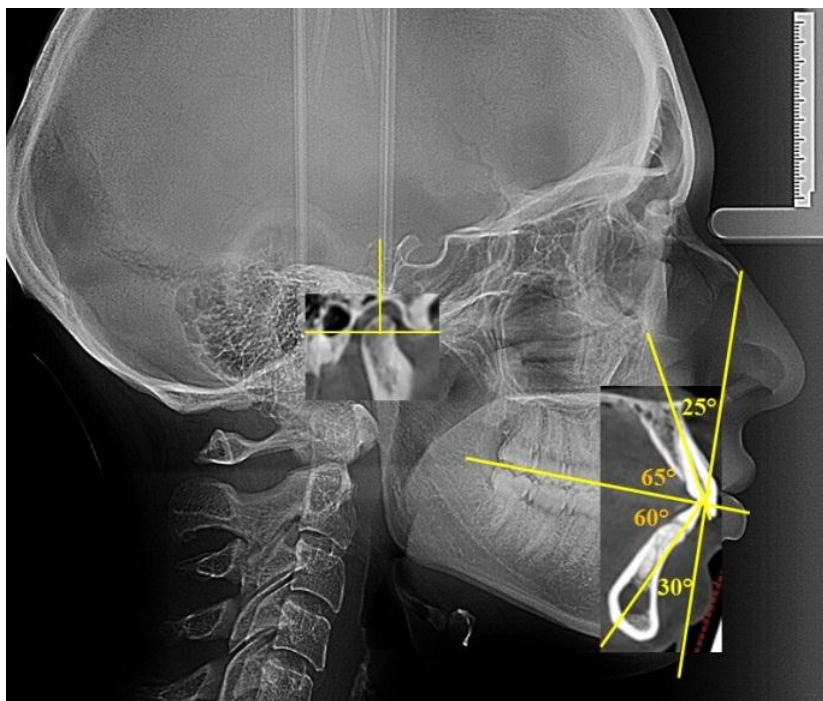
Измерение углов наклона резцов и оценка положения сустава на совмещенных рентгенограммах.
